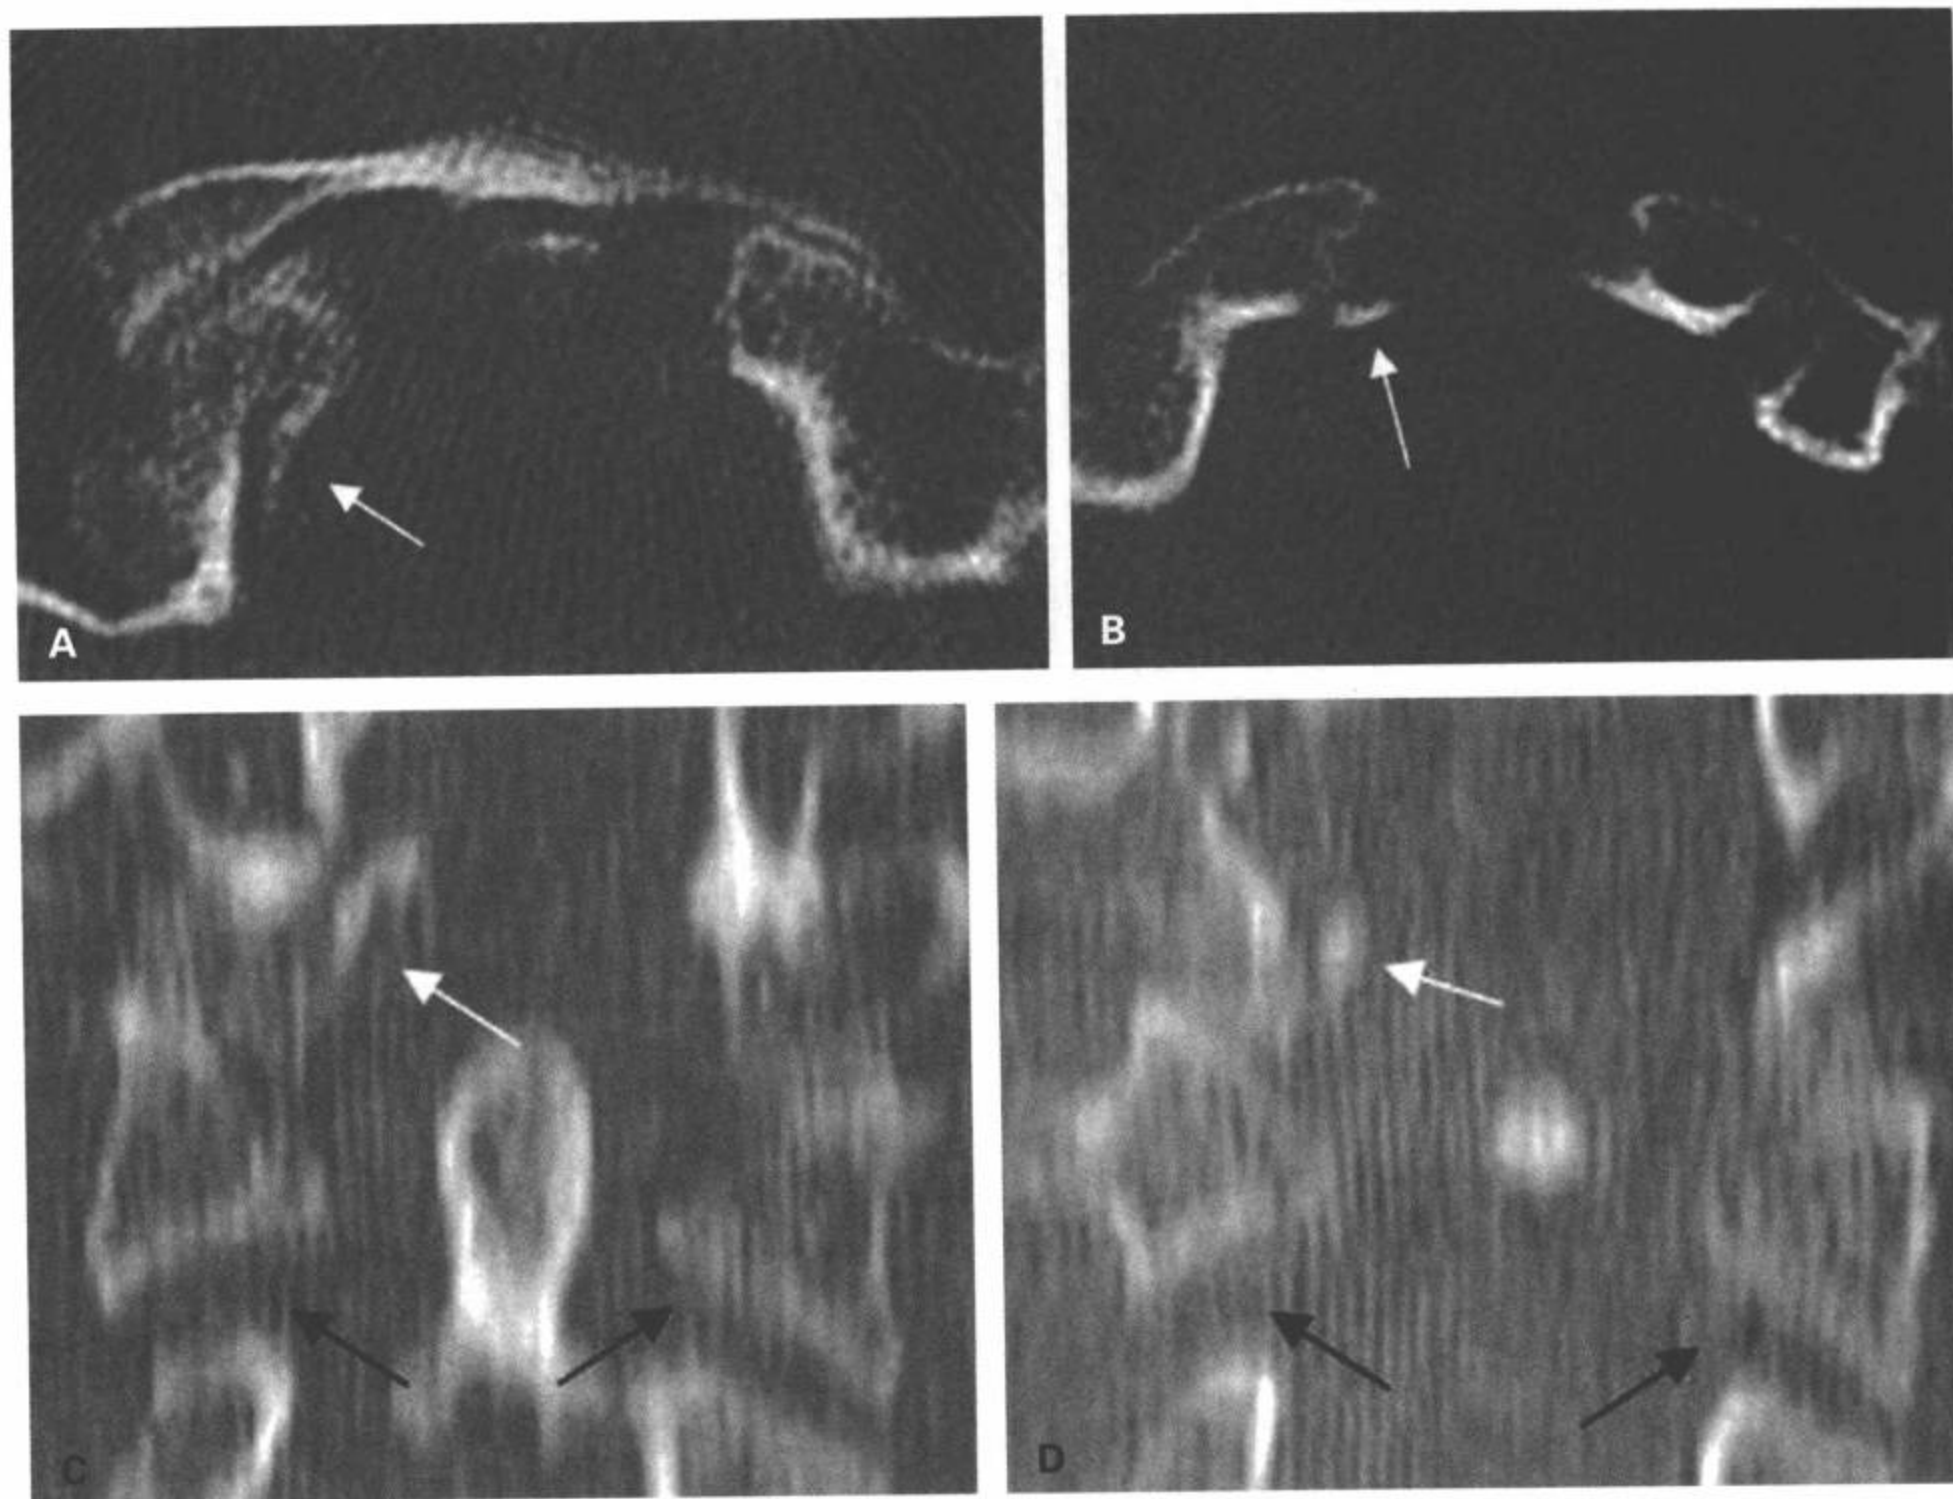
III 型枕骨髁骨折。A,B: CT 横断面图像显示右侧枕骨髁撕脱骨折伴骨碎片内移 (箭)。C,D: CT 多平面重组冠状面图像显示右侧枕骨髁内侧面撕脱 (白箭)。注意 C1 ~ C2 分离 (黑箭), 表明损伤至少累及两个层面。
